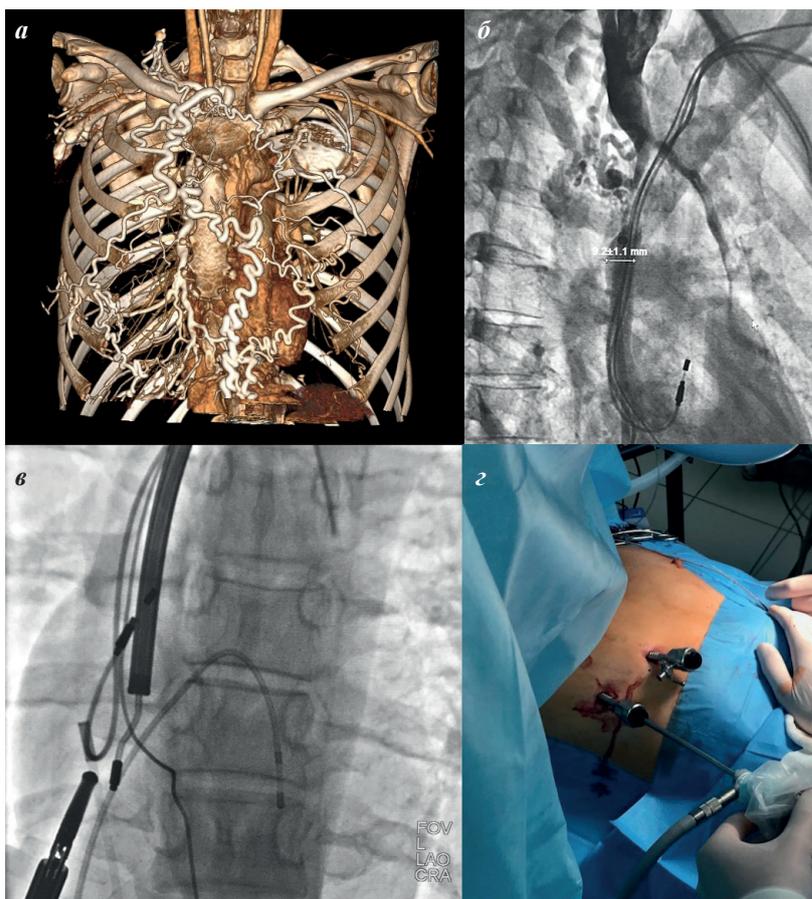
Видеоассистированная трансвенная экстракция электродов пациентке с окклюзией верхней полой вены: а - компьютерная томография грудной клетки с контрастированием, развитые коллатерали грудной клетки; б - каваграфия; в - трансвенная экстракция электродов и реканализация верхней полой вены; г - операционное поле с портами для видеоторакоскопии.
